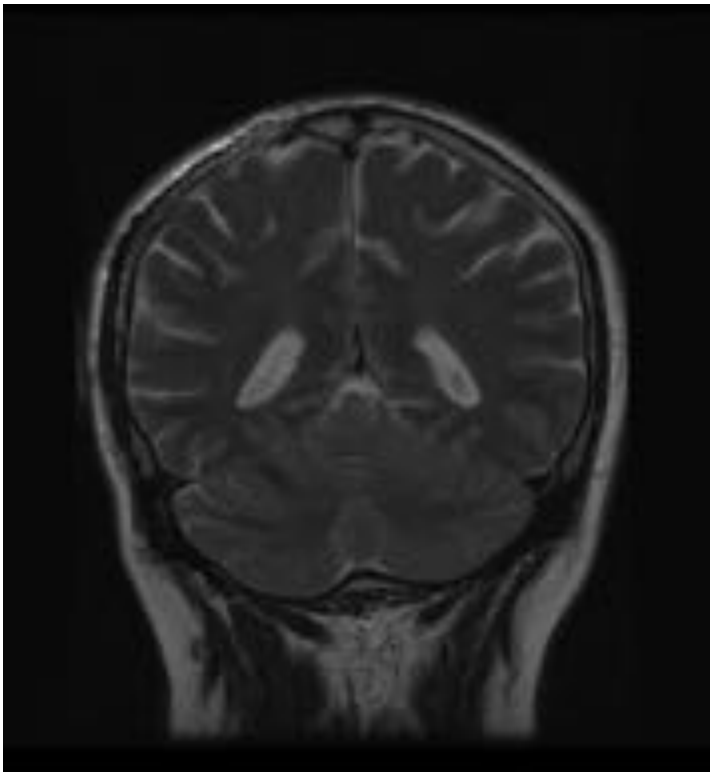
Imagen de RM potenciada en T2, corte coronal. Control tres meses después. Pérdida de señal en las folias cerebelosas superiores derechas por depósitos de hemosiderina residual.
